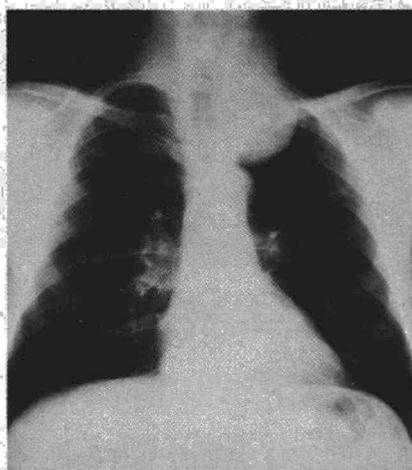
Radiografía PA de tórax. Imagen homogénea en ápex de hemitórax izquierdo.
